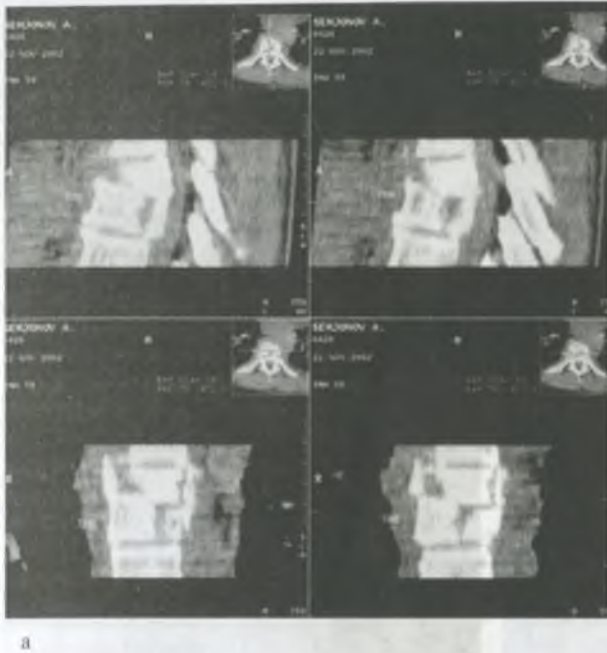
Компьютерные томограммы позвоночника: а — при компрессионном оскольчатом переломе тела Th₁₂ (травма при ДТП); б — при компрессионном переломе тела C₇ со сдавлением спинного мозга (травма «ныряльщика»).
